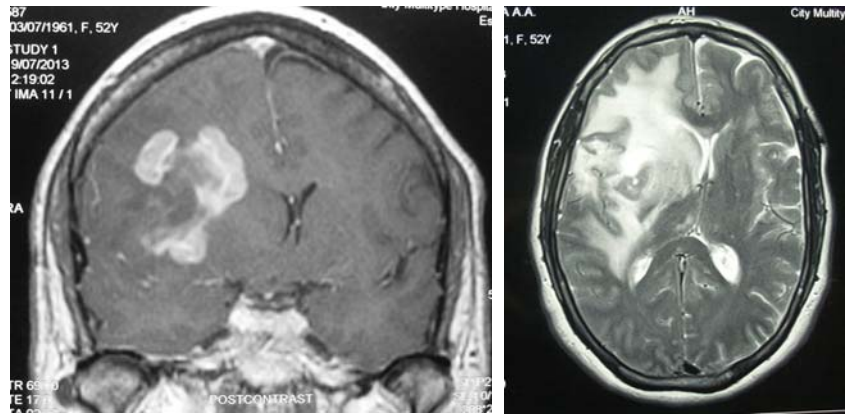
МРТ Глиобластома глубинных отделов правой лобной доли головного мозга
